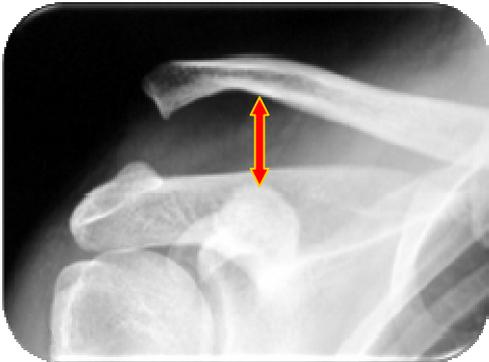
links: Hochstand des Schlüsselbeins im Röntgenbild bei einer Schulterreckgelenks-Sprengung. Vergrößerung des Abstands zwischen dem unterränd des Schlüsselbeins und dem Rabenschnabelfortsatz.
